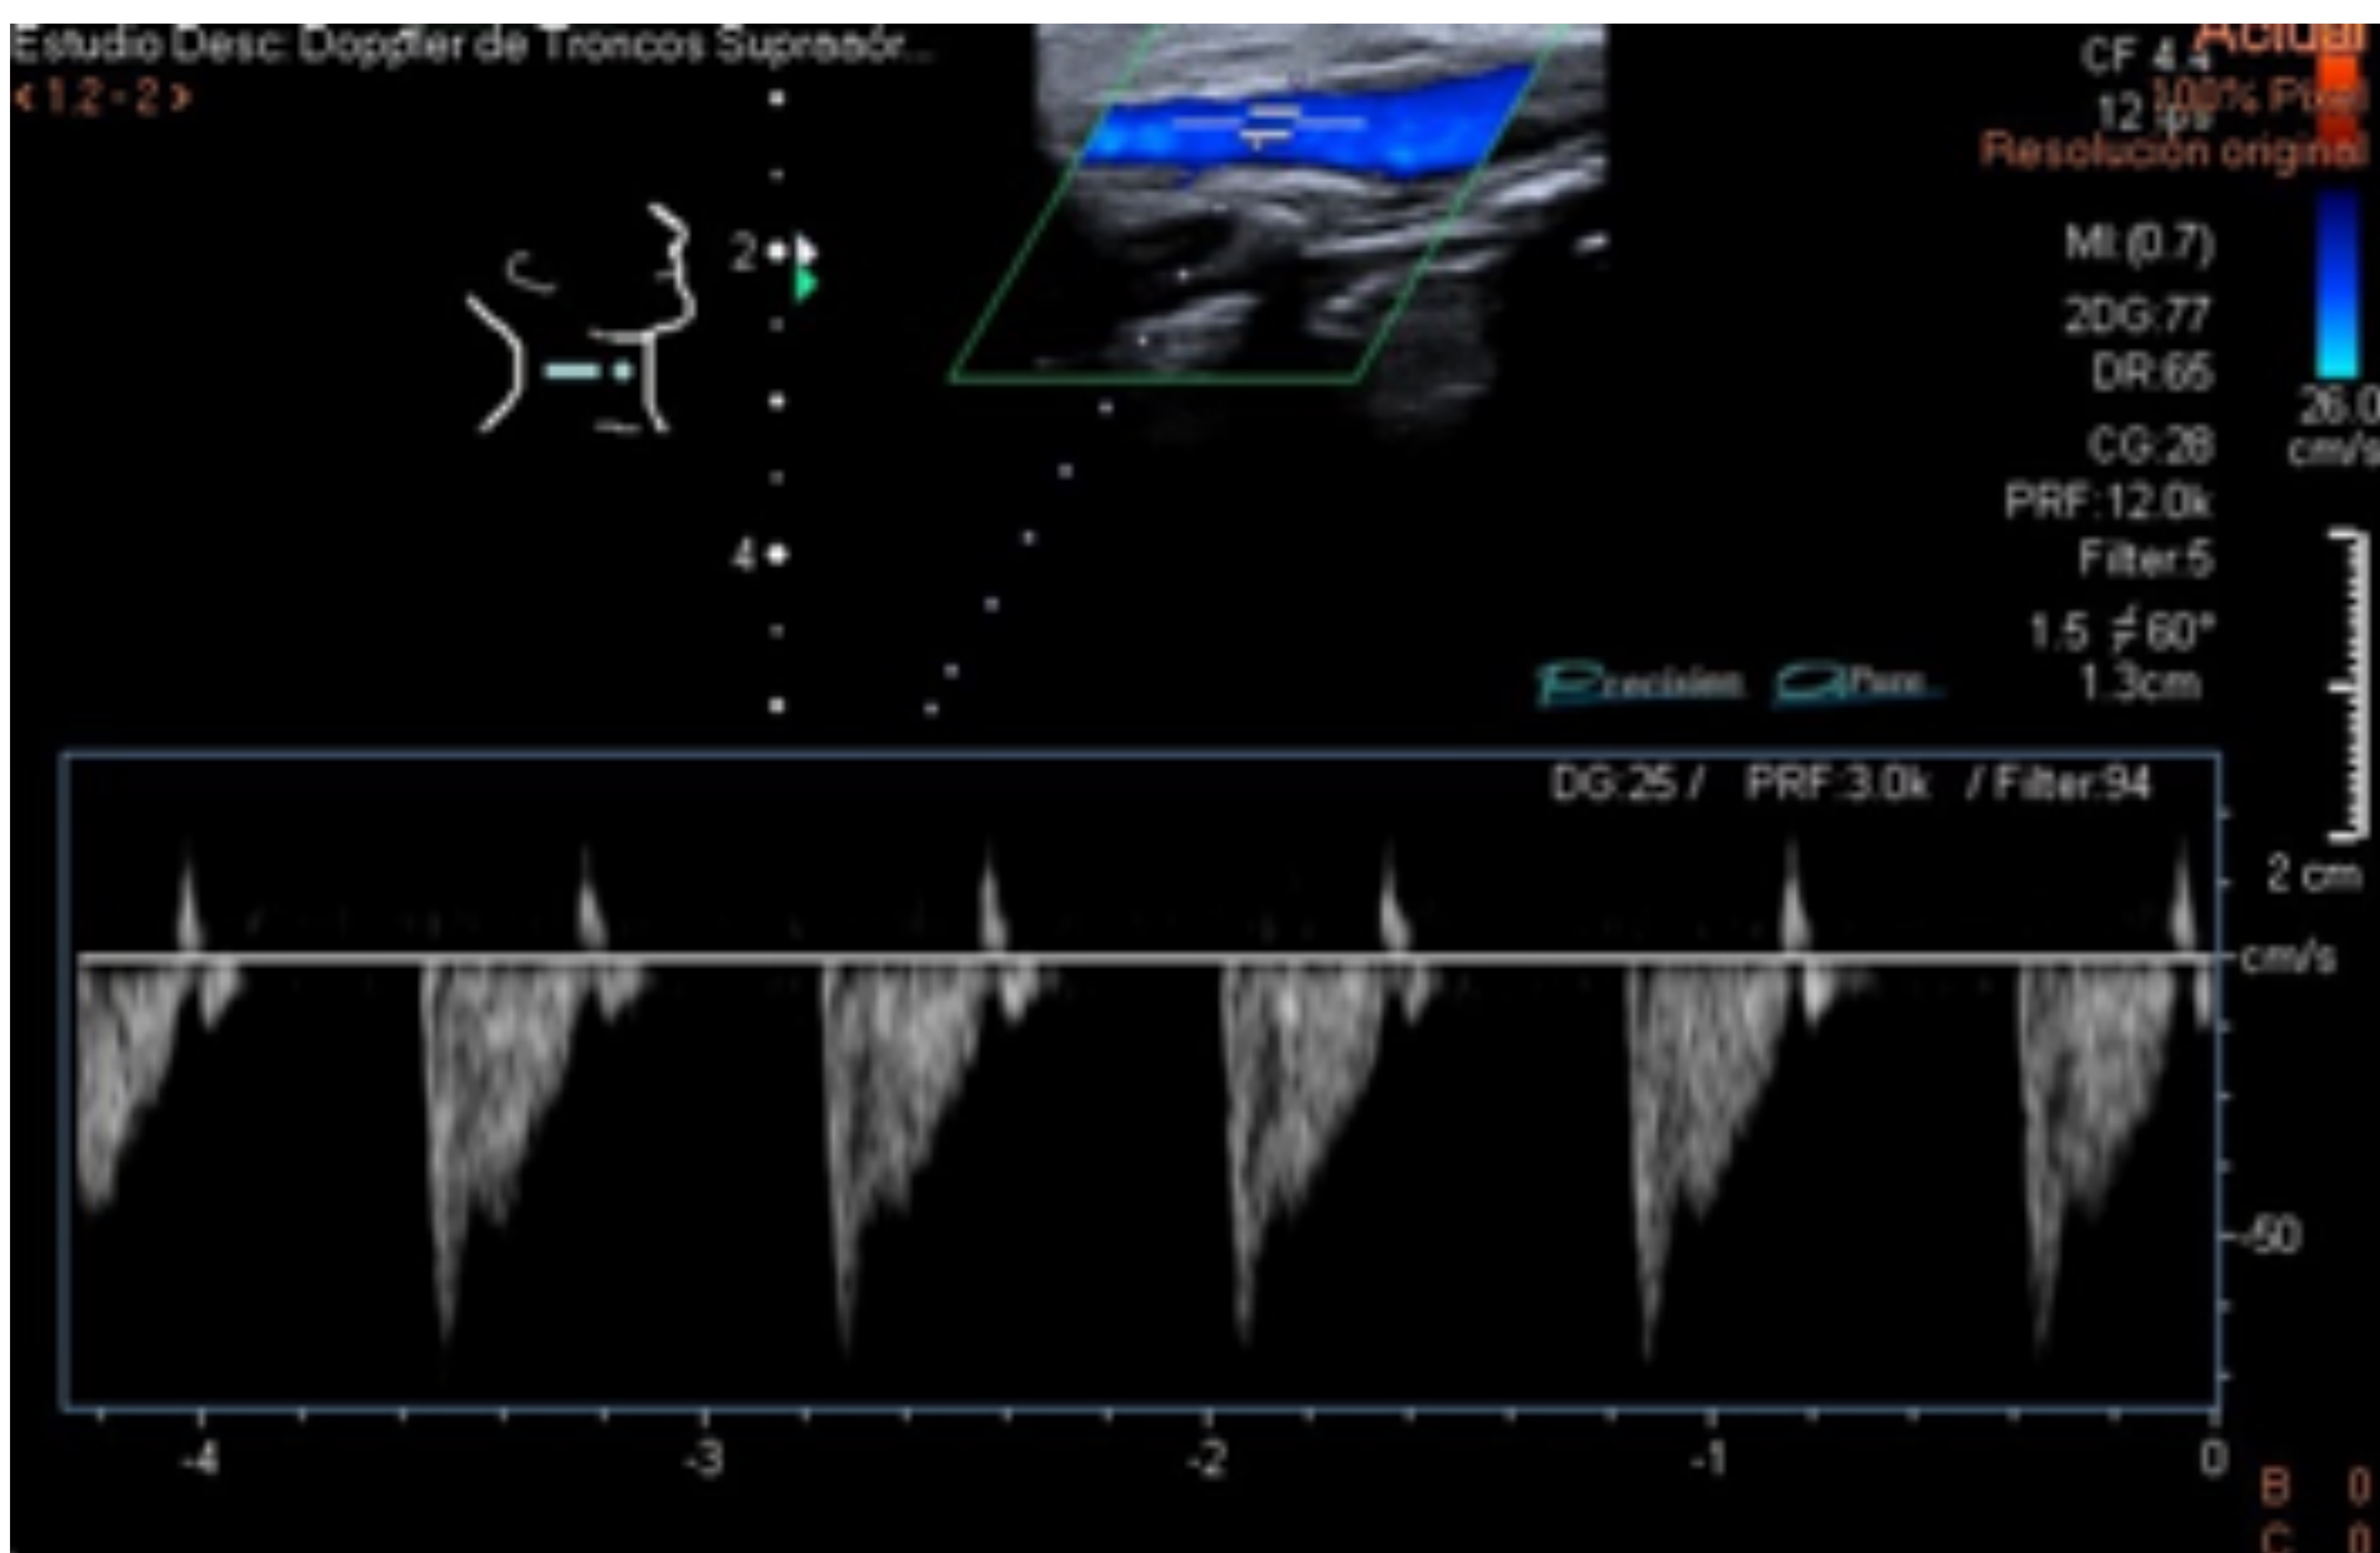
Ecografía troncos supraaórticos. Arteria carótida externa.
